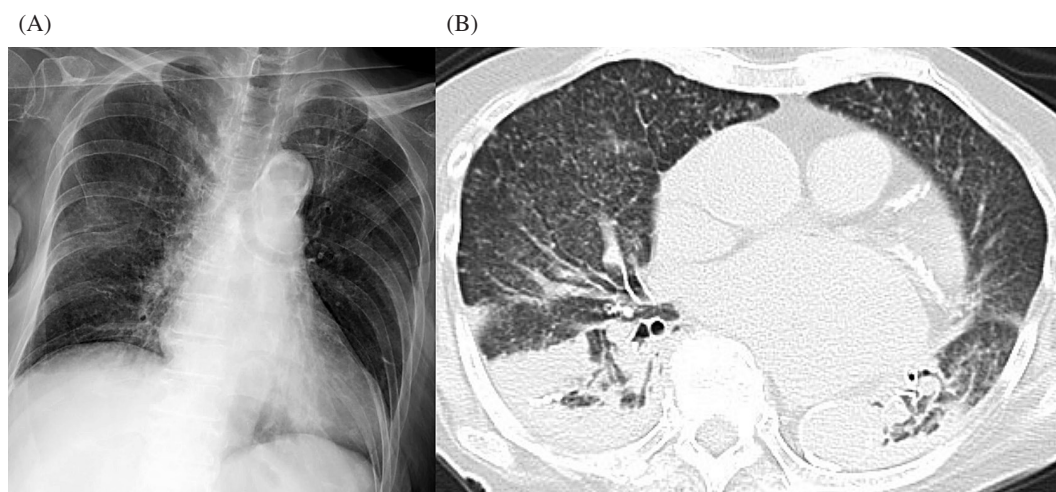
Chest radiograph (A) and CT scan (B) at the time of transfer are shown. Infiltrative shadows are seen in both lower lobes, and small granular shadows randomly spread over the entire lung field.
